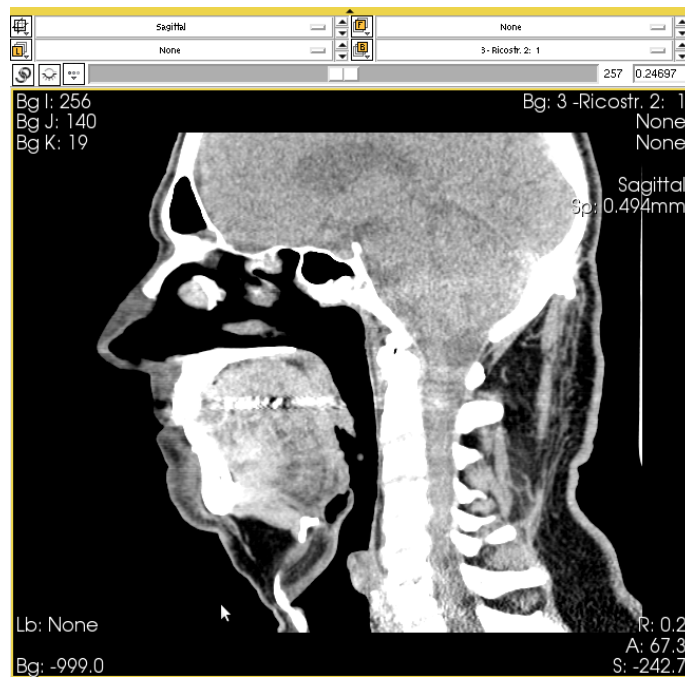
Immagine sagittale di una TC
